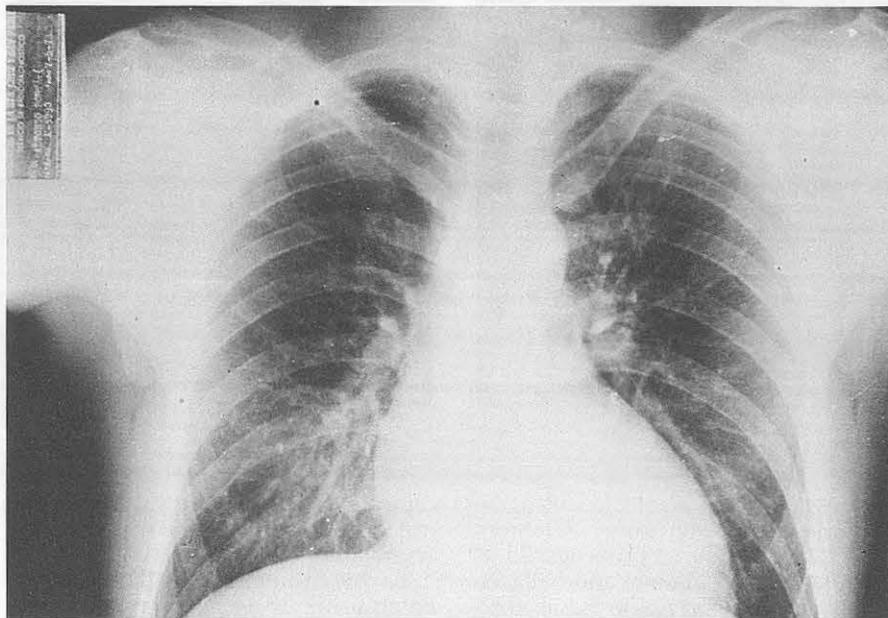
Radiografías de tórax en posición P.A. y lateral, en las que es manifiesta la cardiomegalia, a expensas del arco ventricular izquierdo.
